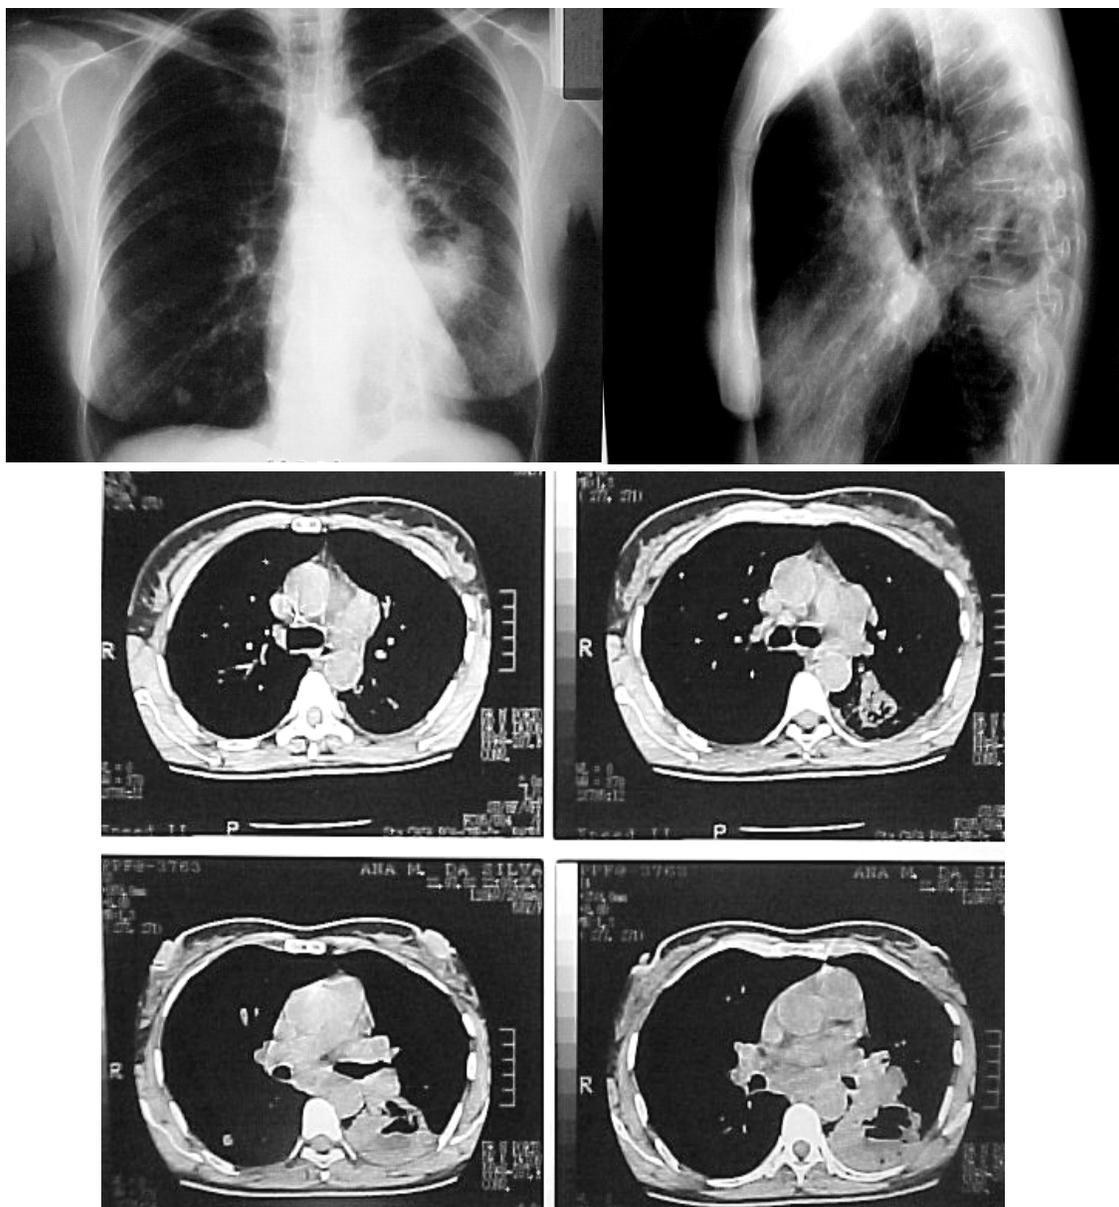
Carcinoma brônquico, tipo escamoso, abscedido, em lobo inferior do pulmão direito. Paredes da cavidade espessadas; mamelões intracavitários à TC. Presença de adenomagalias mediastino-pulmonares.
